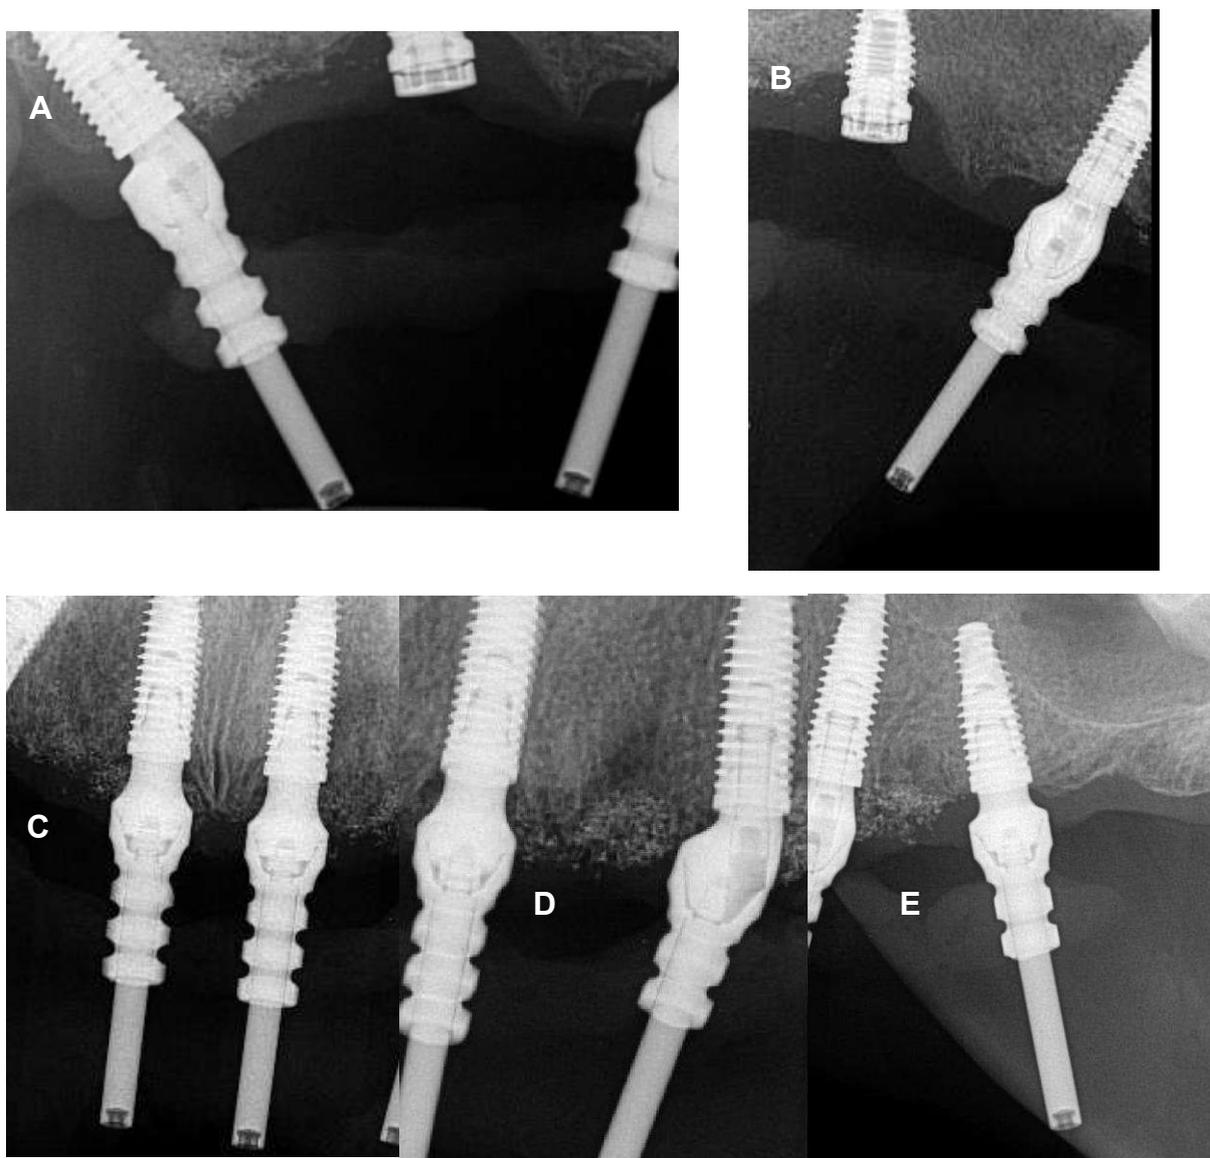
A, B, C, D e E – Radiografias periapicais dos transferentes
